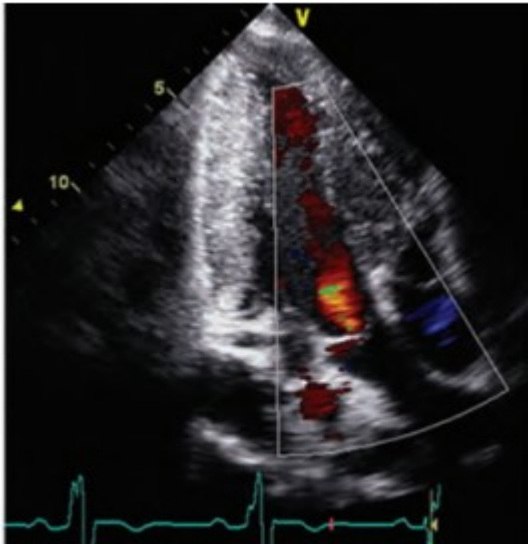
Color Doppler che dimostra un'insufficienza medio-moderata della valvola aortica.³⁹
